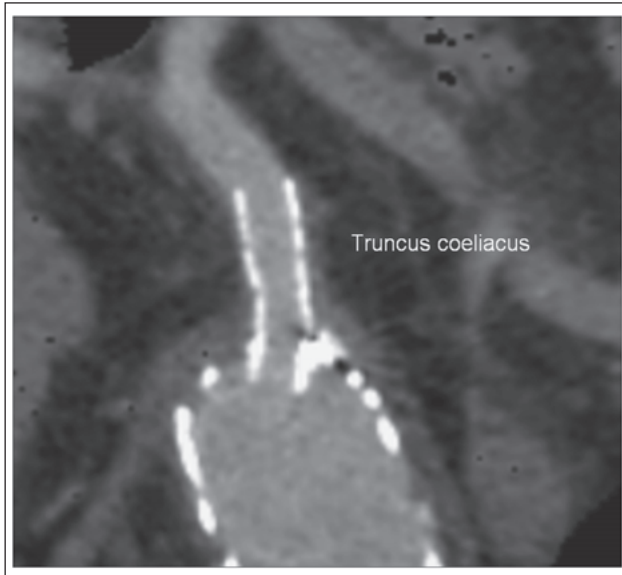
CT MIP-Rekonstruktion: Stent im Abgang des Truncus coeliacus.
